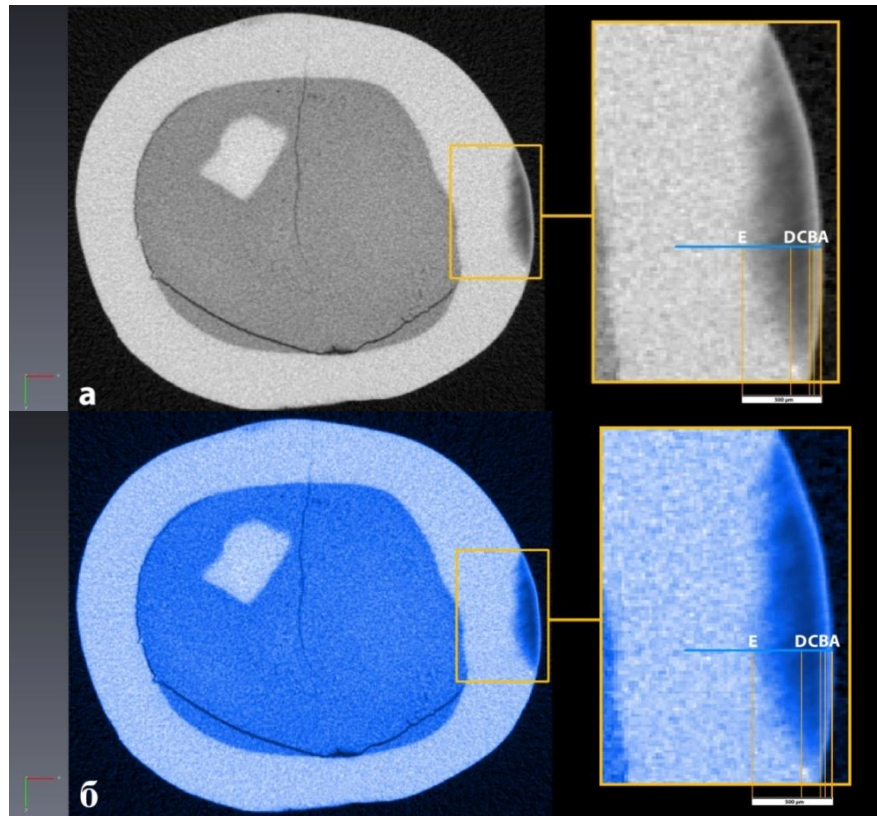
а - аксиальная томограмма 1.4 зуба с очагом ИКЭ на вестибулярной поверхности; б – RGB-модель очага ИКЭ с улучшенными цветовыми и контрастными характеристиками:
